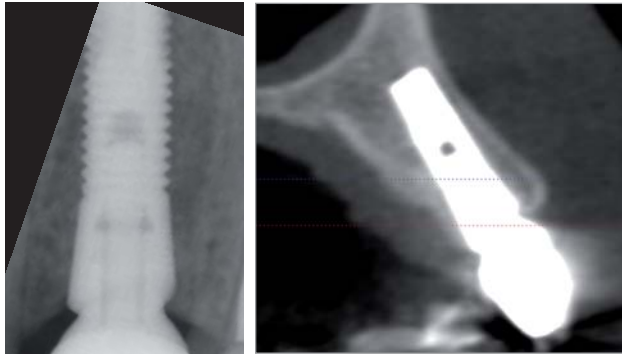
(li.): Die Einzelzahnaufnahme belegt den marginalen Erhalt des Knochenlevels zwei Jahre nach Implantatinserterion. Abb. 14 (re.): Ein Transversalschnitt einer digitalen Volumentomographie zwei Jahre nach Implantatinserterion belegt den Erhalt des fazialen und lingualen Knochens auf Höhe der Implantatschulter.
